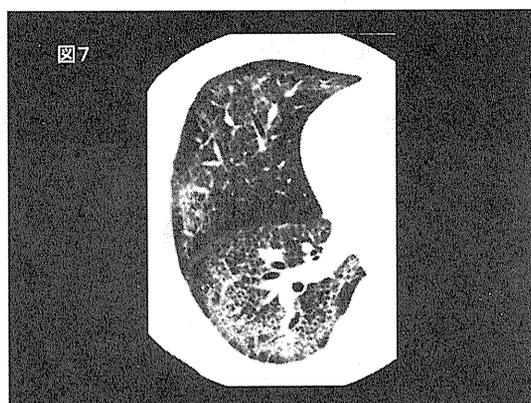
非特異的間質性肺炎の胸部 HRCT 像.
